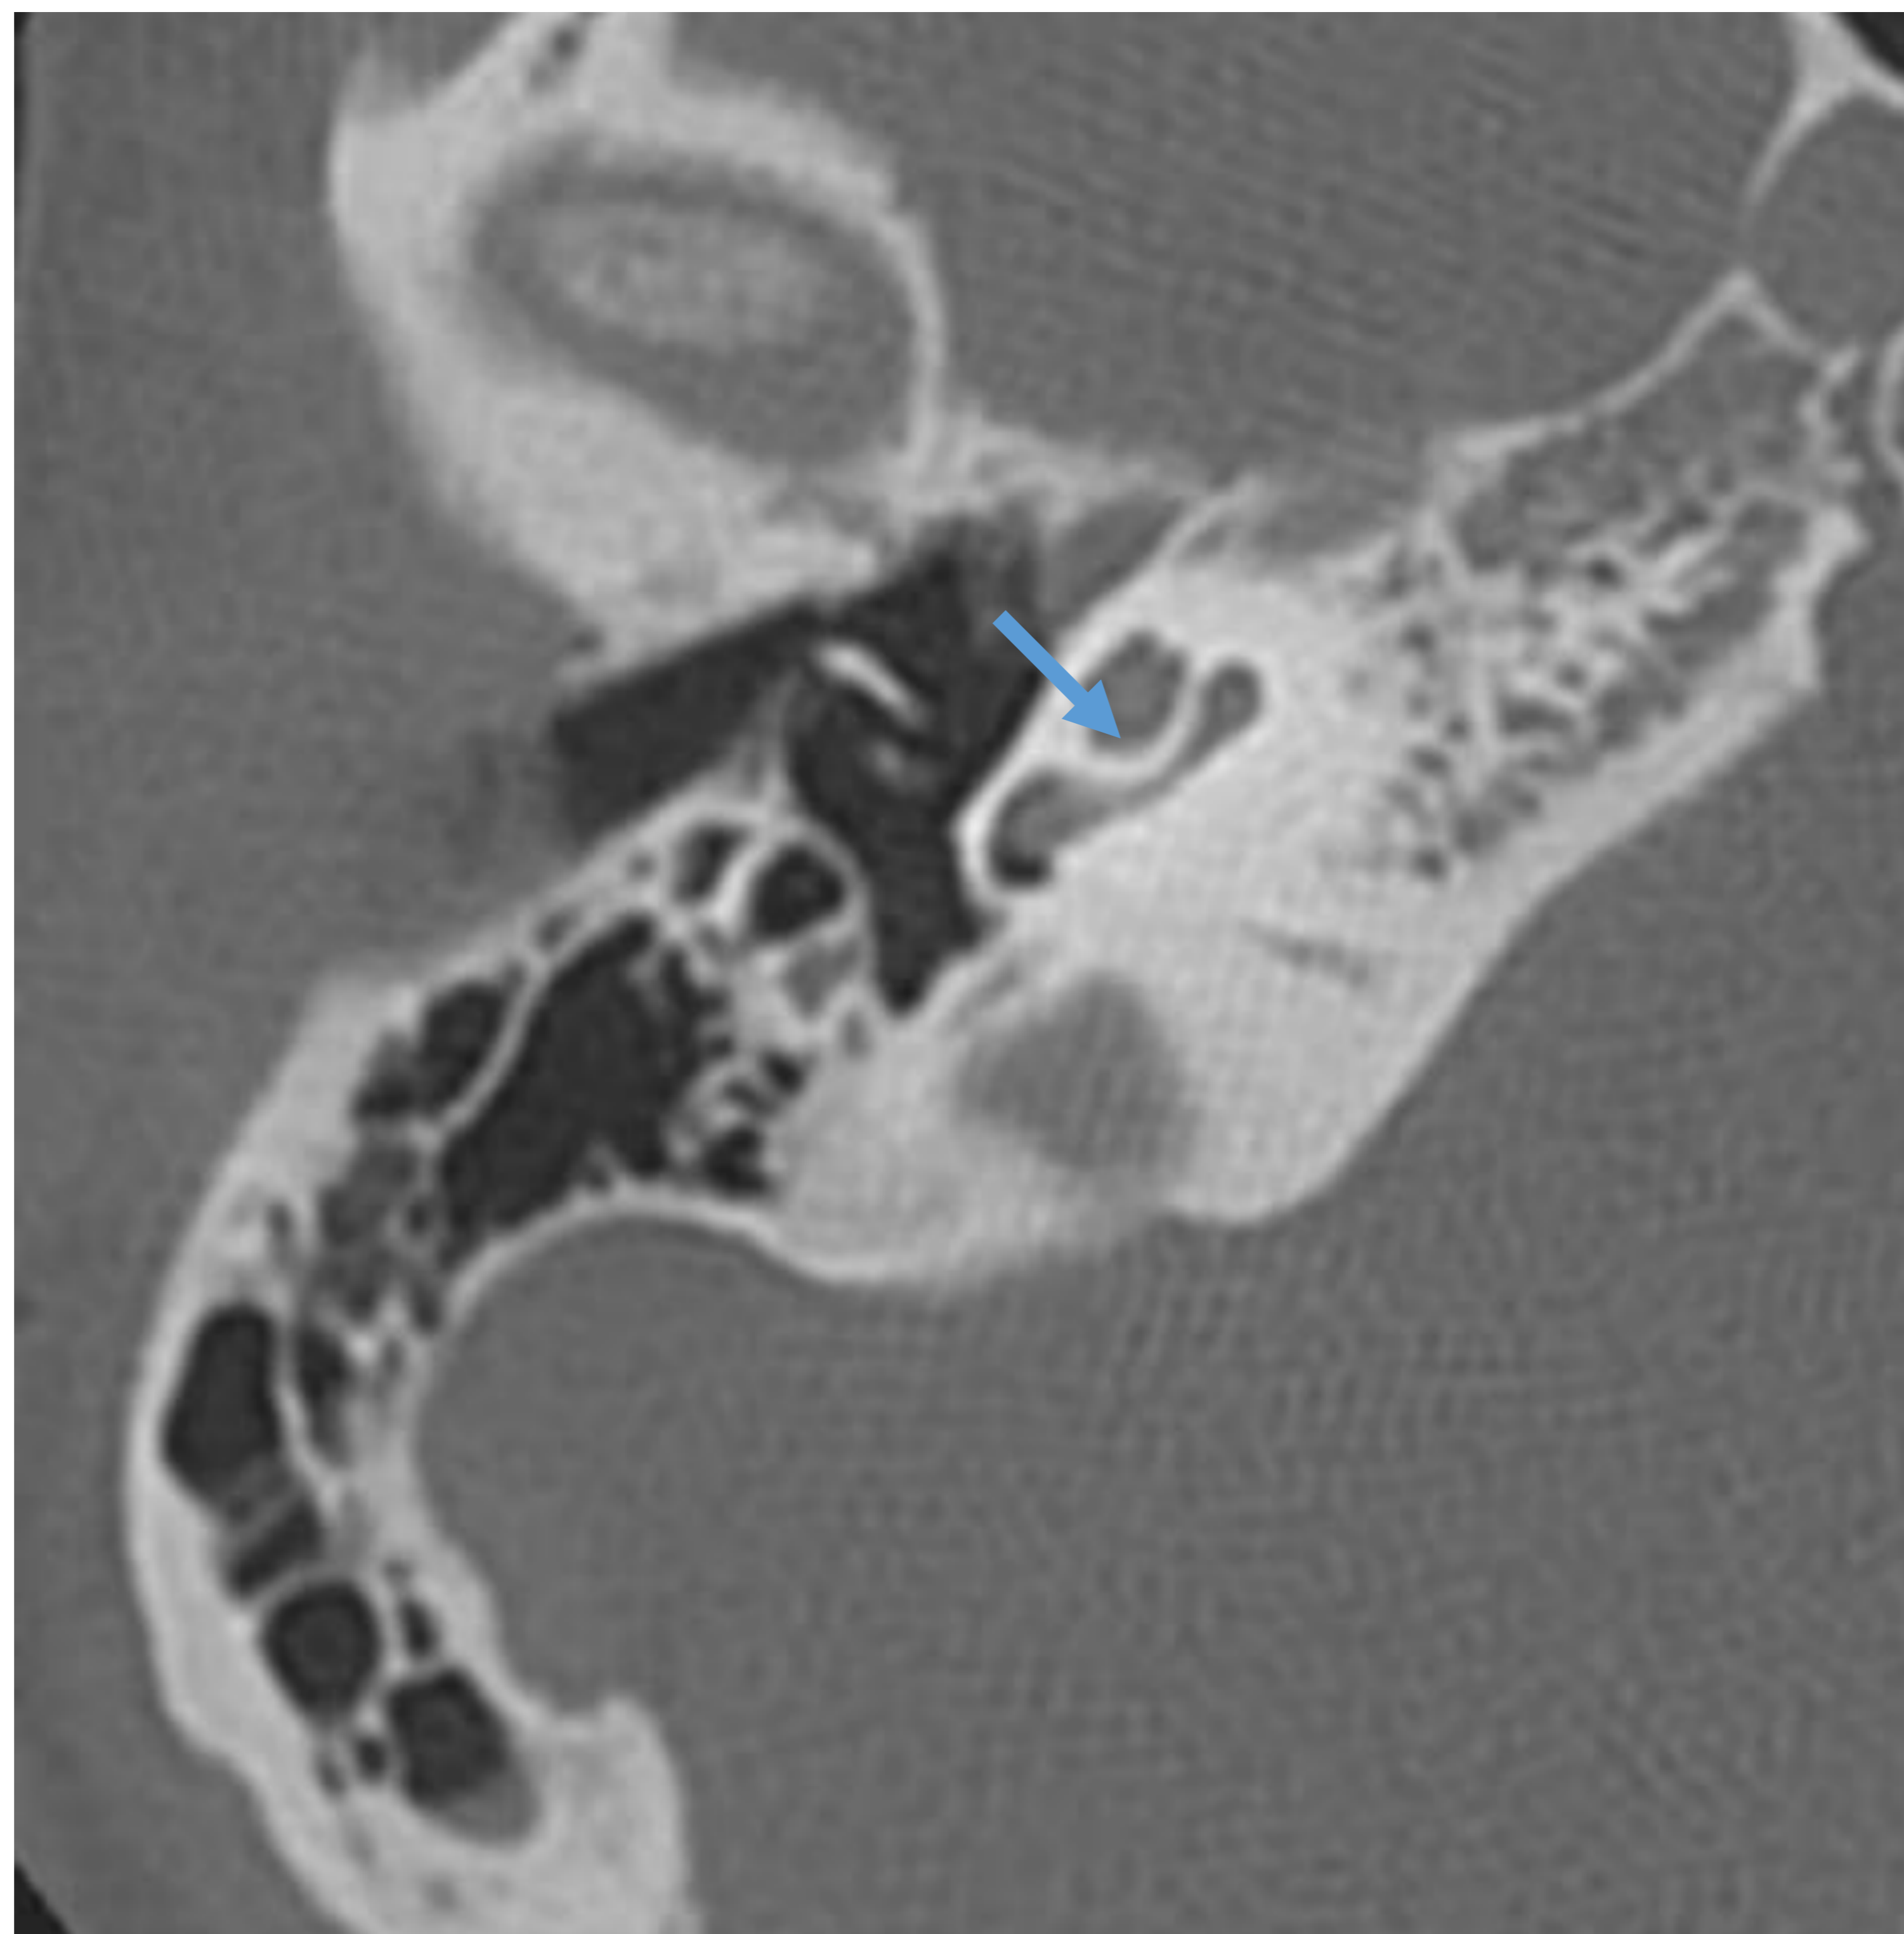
Corte axial TC: septo interesalar.
